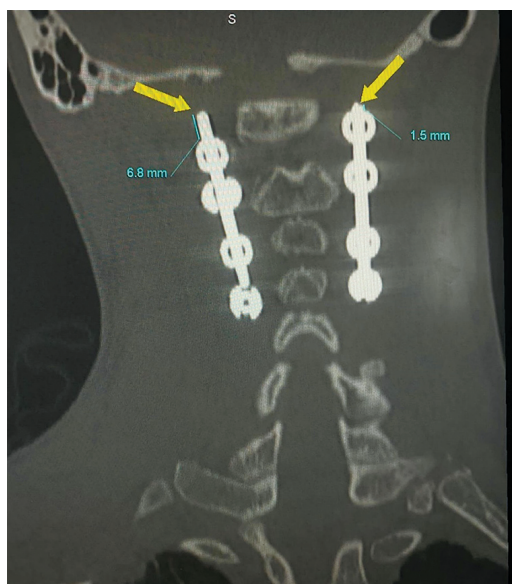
Компьютерная томография шейного отдела позвоночника с мальпозицией первой стопорной гайки верхнего резьбового винта справа, дислокация составной части металлоконструкции в направлении затылочной кости до 6,8 мм
